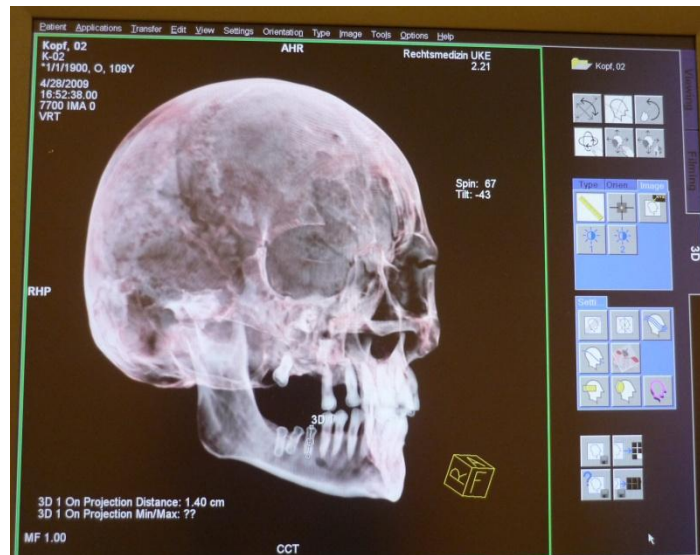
Darstellung der CT- Rekonstruktion im CT UHR Spi- Programm:
